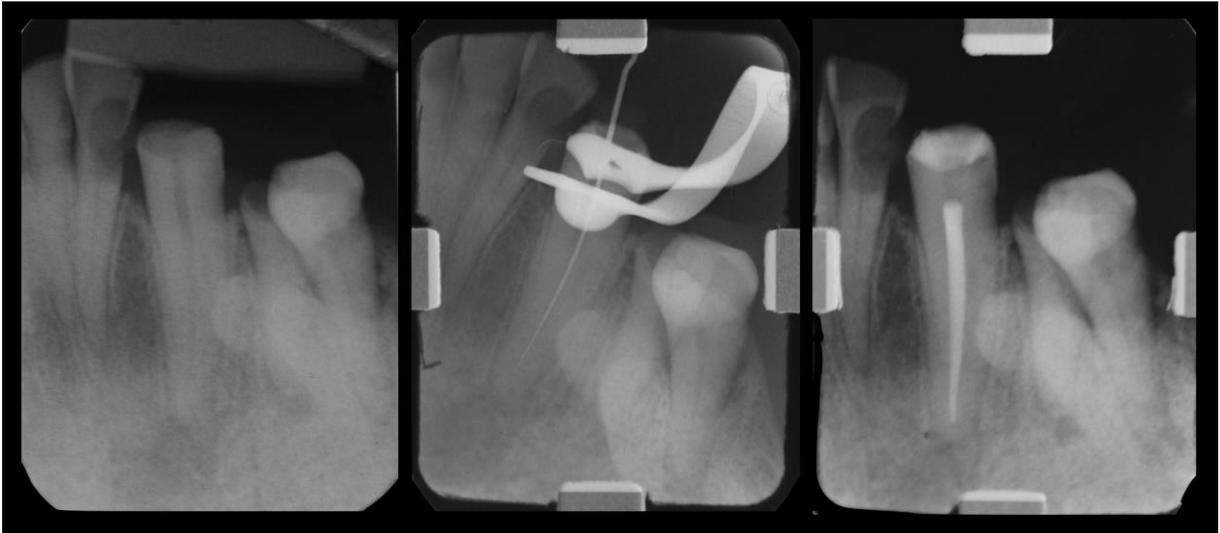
Sequência radiográfica ilustrando o tratamento endodôntico no 33. Observar presença de lesão periapical.
